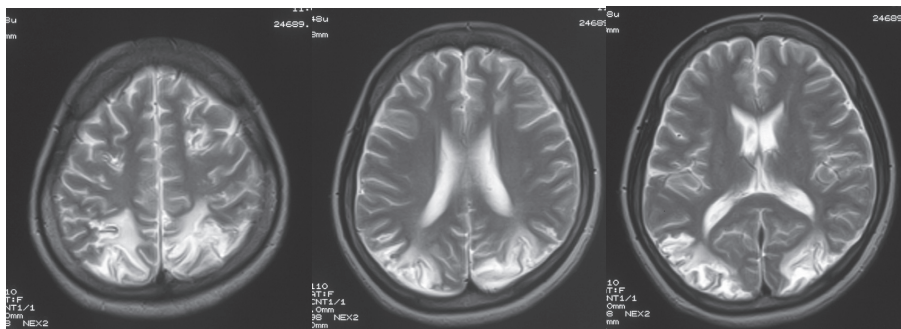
MRI 頭部 T2 強調画像所見
